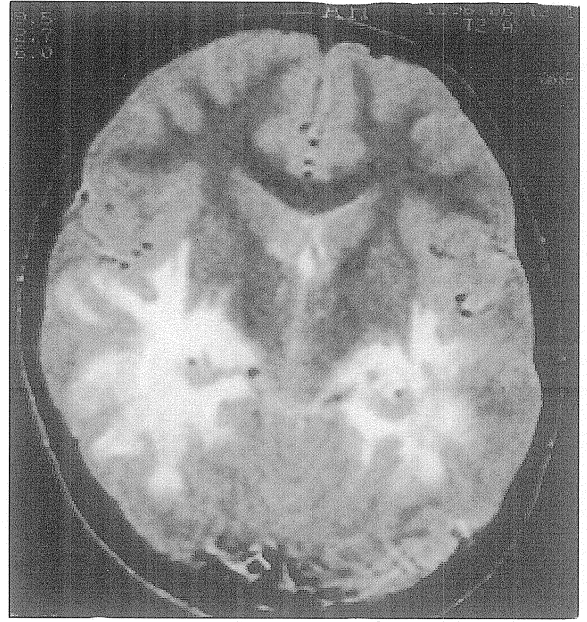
Kontrastlı BT (İlk başvuru): Paryeto-okspital alanda kontrastlanım gösteren aktif demiyelinizasyon sahası çevresinde beyaz cevher ödemi görülüyor.
